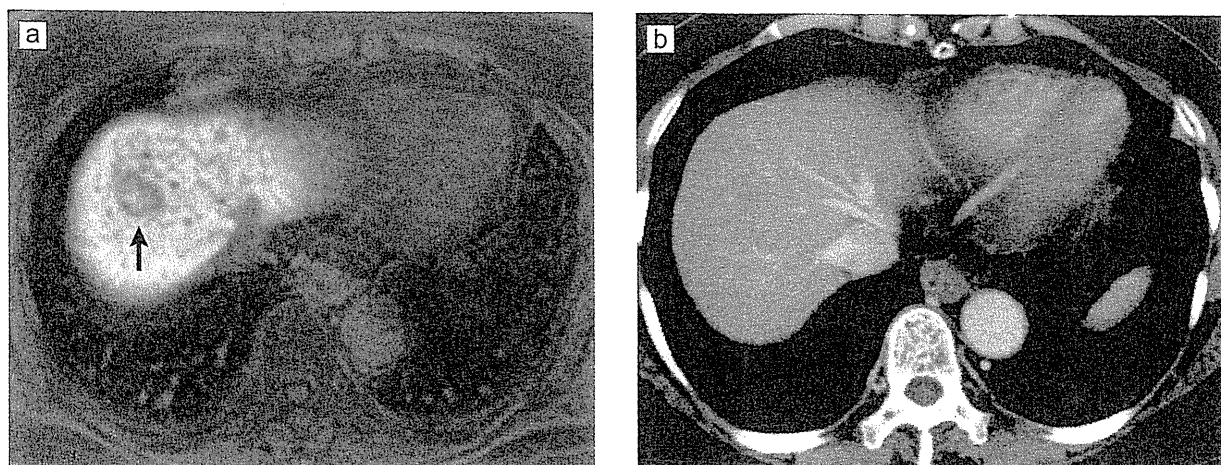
EOB-MRIでのみ描出された早期肝細胞癌
